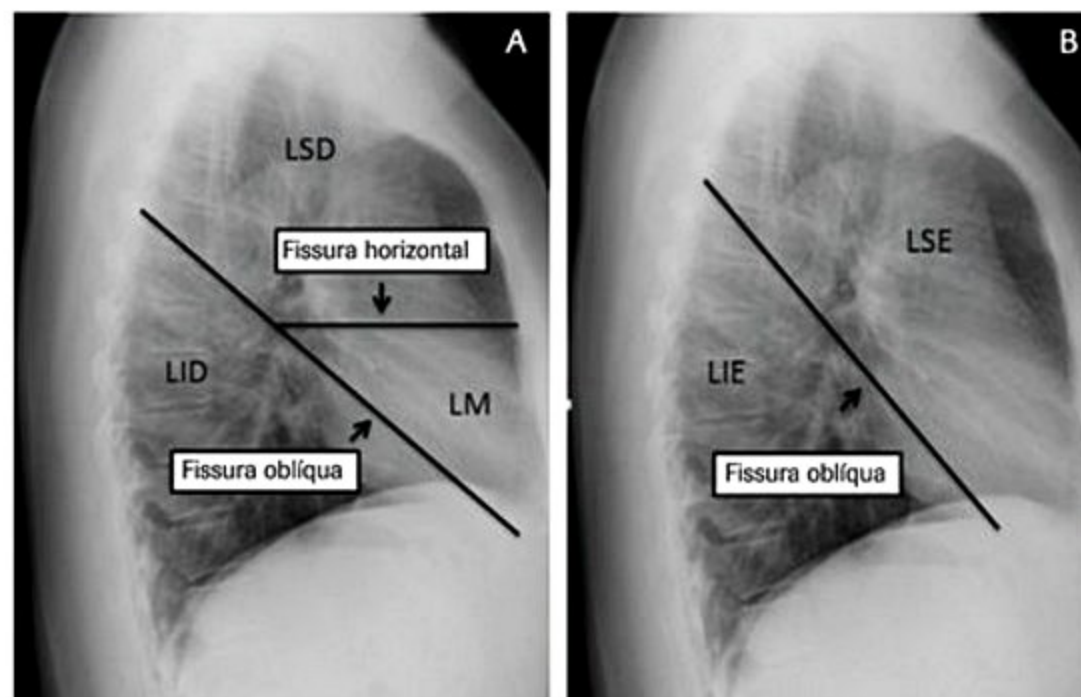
Radiografia de tórax em perfil demonstrando as divisões dos lobos pulmonares a partir das cissuras.
